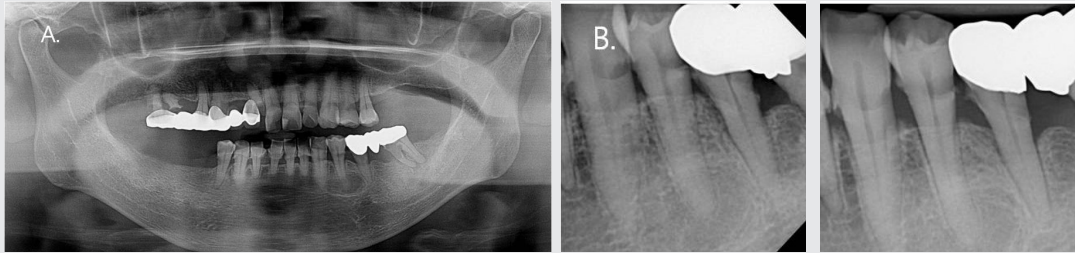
Panoramic radiograph (A) shows radiolucent lesion with well defined border around apical region of the left mandibular first premolar. Periapical radiographs (B) show a mixed lesion rather than a radiolucent one, with normal periodontal ligament and lamina dura.
